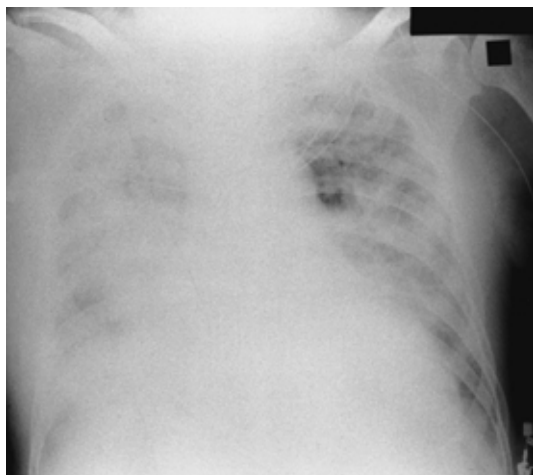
Chest X-ray film obtained on 7th hospital day, showing diffuse bilateral but predominately right infiltrations.
